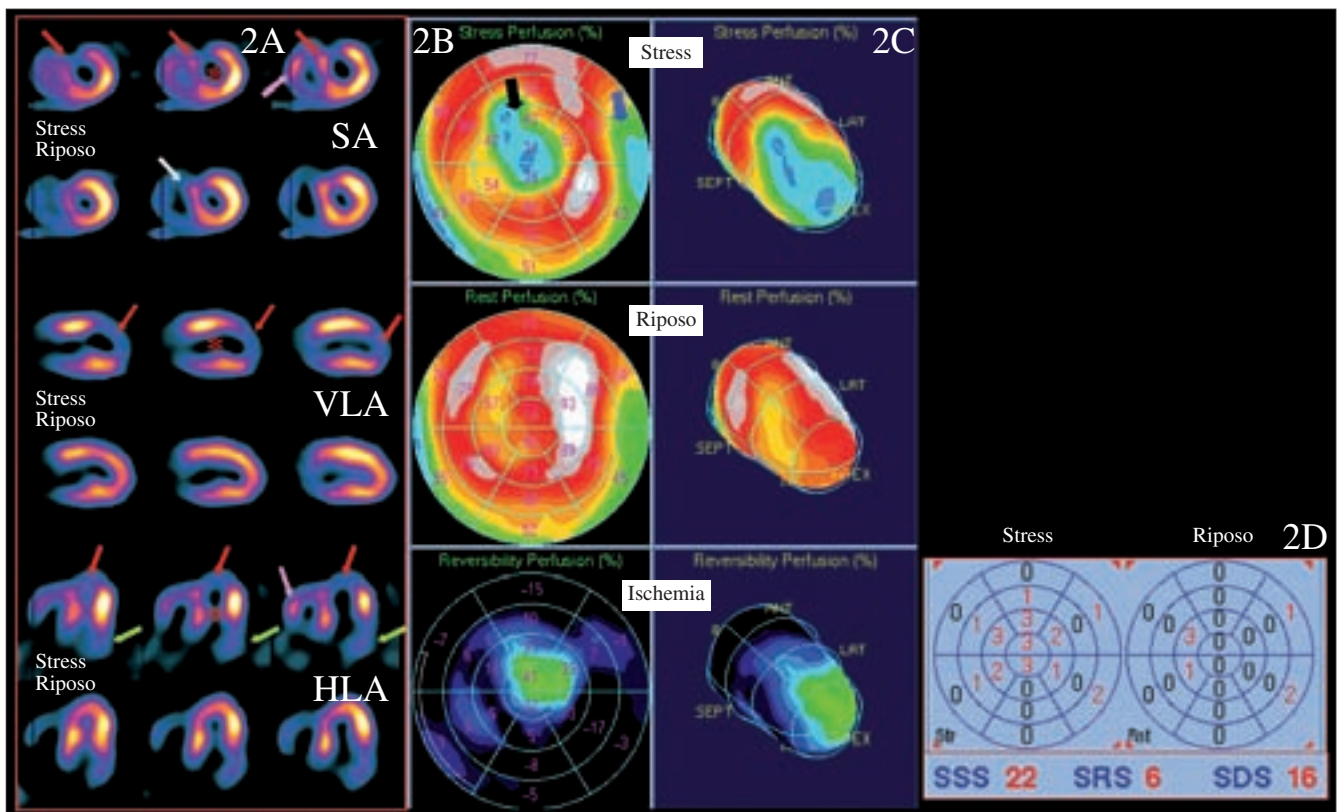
Gated-SPECT: perfusione miocardica.
